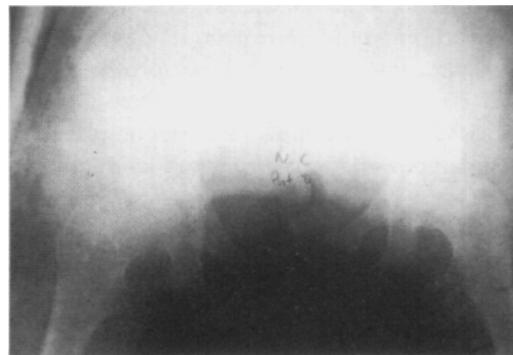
Tratamiento instituido a los distintos grados de fractura. Fractura con gran inestabilidad posterior. Radiografía de colocación de tornillos canulados.
